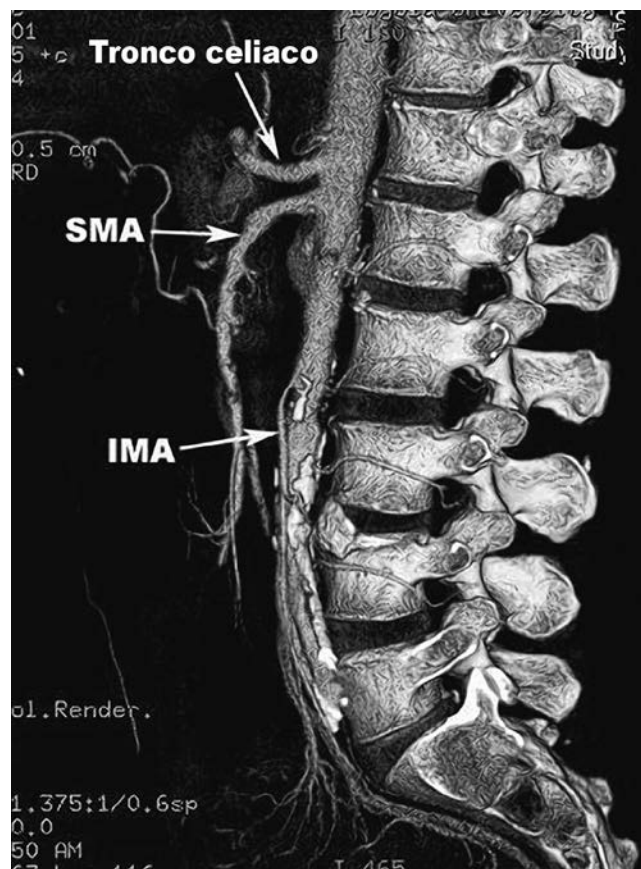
Angiografía por tomografía computarizada del abdomen con reconstrucción tridimensional que proporciona una clara imagen del tronco celiaco, arteria mesentérica superior (SMA) y arteria mesentérica inferior (IMA).
